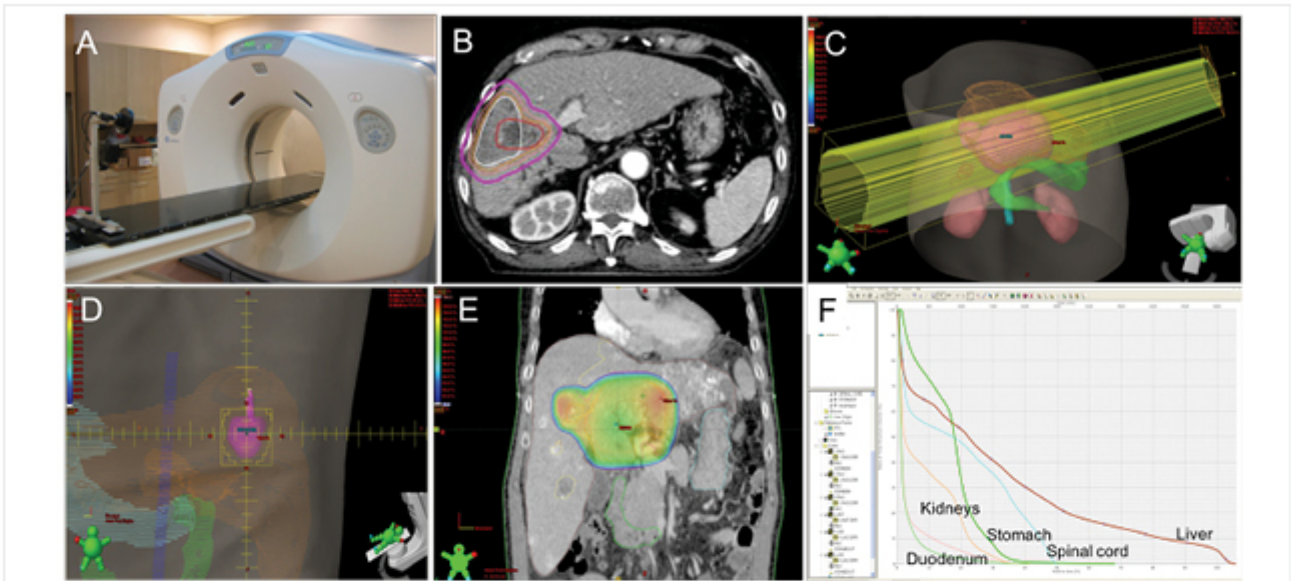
3차원입체조형치료의 기본적인 과정: (A) CT 촬영, (B) 치료체적 및 정상 장기 표기, (C-D) 방사선 계획 작업, (E) 선량 분포 확인, (F) 선량 체적 관계 확인.
